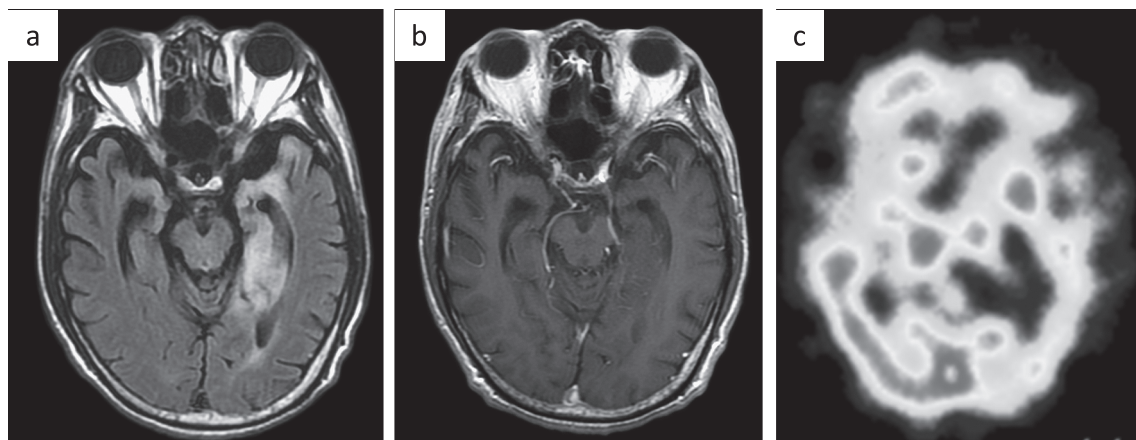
Brain MRI and SPECT.
